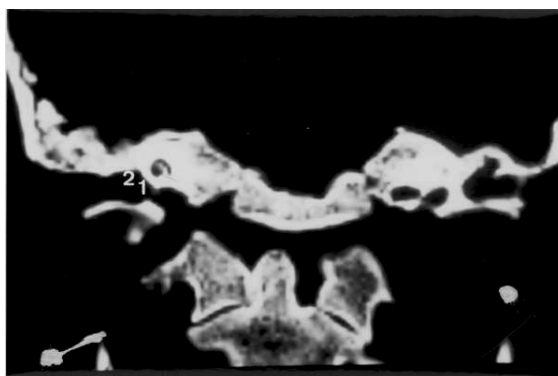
TAC. Colesteatoma. 1) Erosión de la apófisis inferior del muro externo del ático (*scutum*); 2) Esclerosis y asimetría de la región ático-antral.
